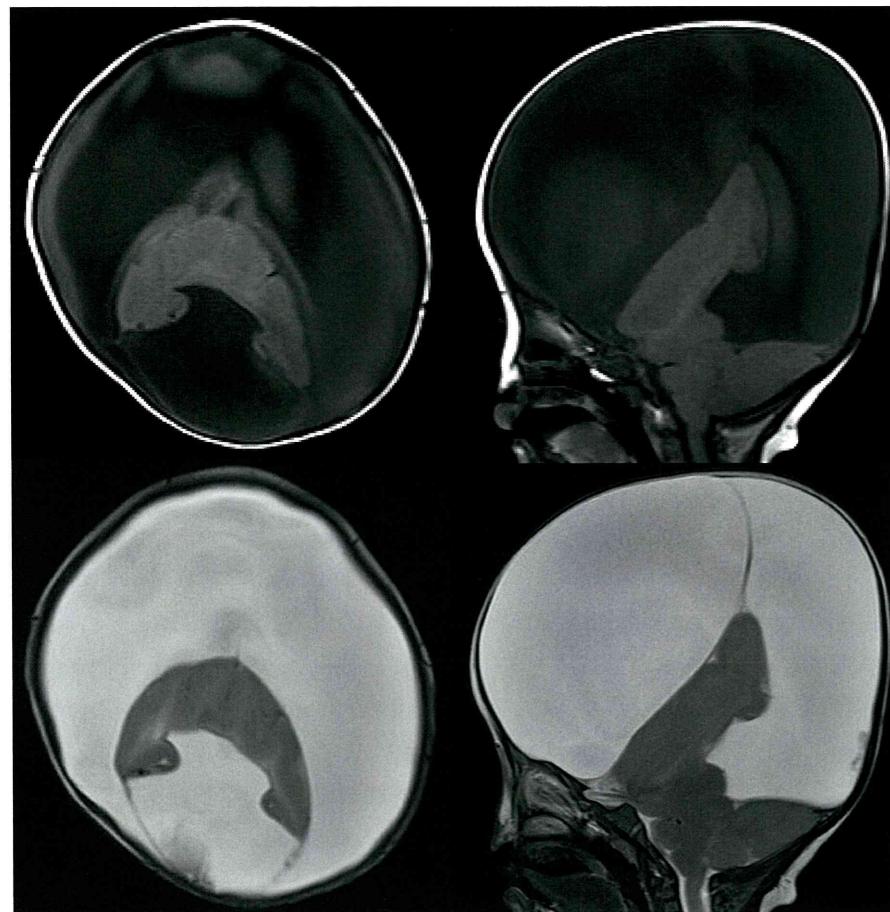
MRI T1 weighted (upper) and T2 weighted (lower) are shown.
